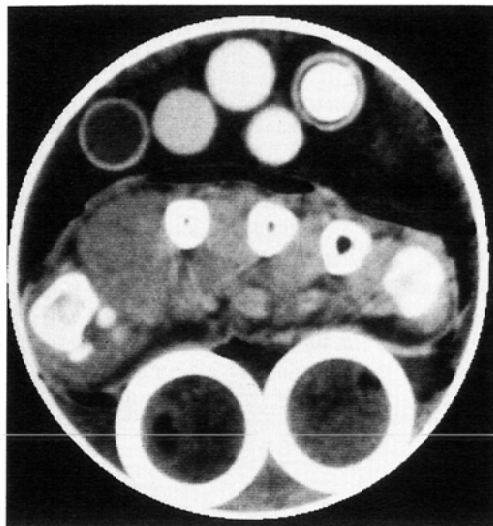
Measurement of bone mineral density using CT: Hand and $K_2 HPO_4$ solution used for calibration is scanned on the same slice.
